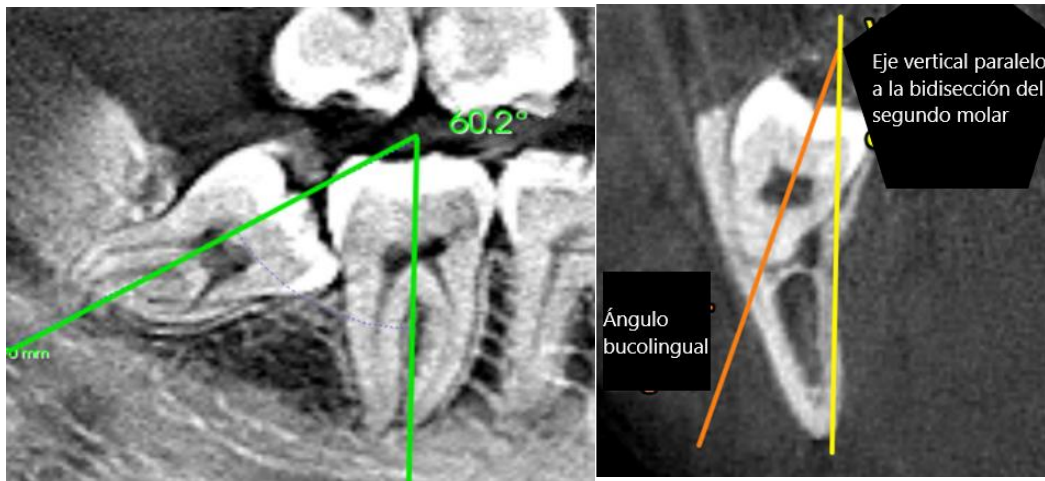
El ángulo mesiodistal del tercer molar se calculó midiendo el eje largo del diente en relación con el eje vertical a través del segundo molar erupcionado (Clasificación de Winter) de -120° a 180° / Se utilizaron tomografías computarizadas de haz cónico para medir la inclinación bucolingual de los terceros molares en una posición más horizontal (-20° a 45° , o 136° a 180°) en relación con la línea de bidisección a través del segundo molar. La angulación bucal recibió un valor positivo y la angulación lingual recibió valor negativa (12)
